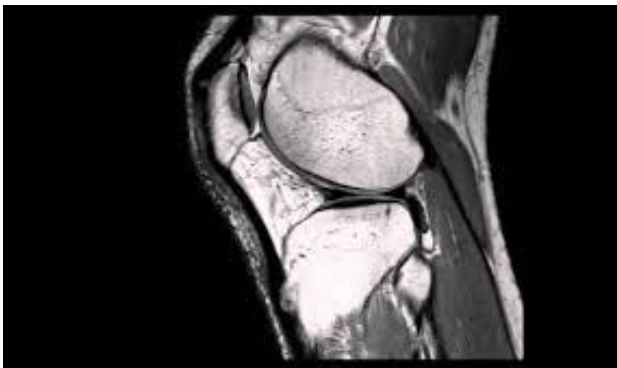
Resonancia Magnética de la Rodilla. Chappell (2019).
